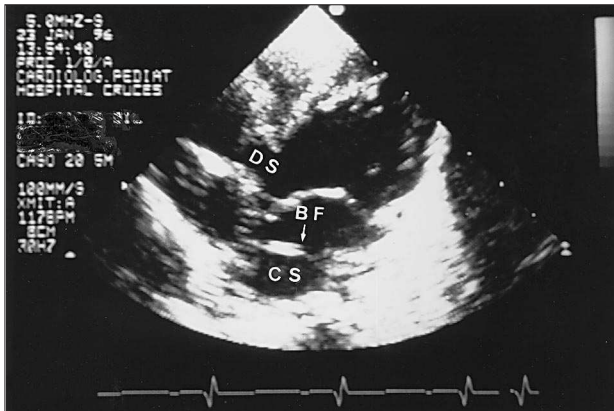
Ecocardiograma bidimensional. Proyección 4 cámaras: en la zona media a 1,3 cm de la válvula mitral existe una banda fibromuscular con una comunicación central (flecha blanca). BF: banda fibromuscular; CS: cámara superior; DS: defecto septal.
